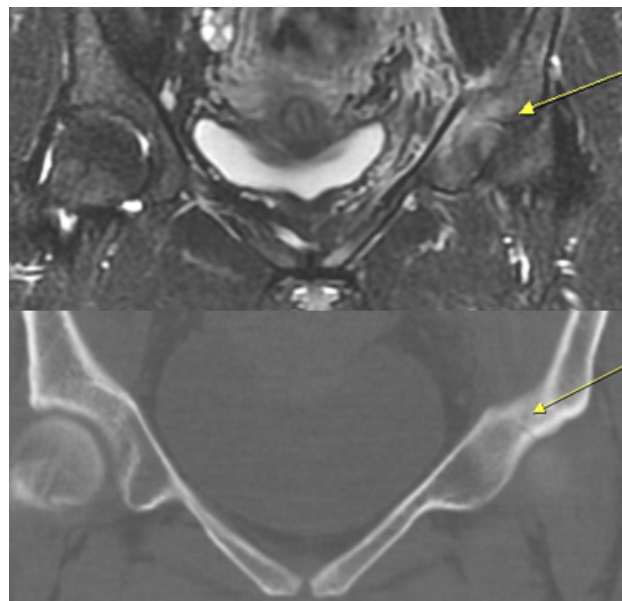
Linear fracture of left acetabular roof in coronal T1-weighted magnetic resonance imaging on upper image, coronal computed tomography on lower image (December 12, 2020).
